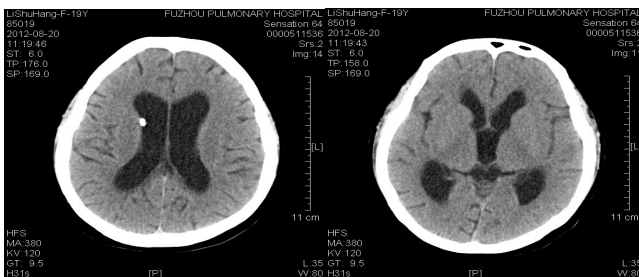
头颅CT(2012.8.20):脑积水明显好转
